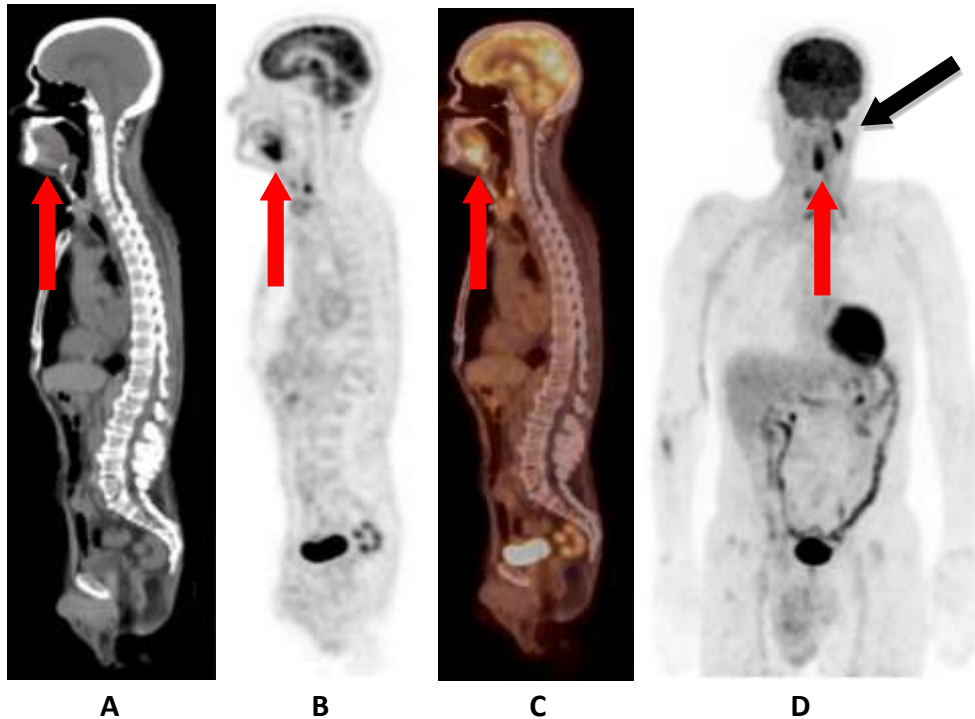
F18-FDG PET/CT convencional. A. Imagen CT sagital aparentemente normal. B. Imagen PET sagital mostrando acúmulo intenso y patológico del radiofármaco en raíz de la lengua con un SUVmax de 10.5 (flecha roja) C. Imagen fusionada PET y CT que reafirma el diagnóstico de la imagen PET (flecha roja) D. Imagen de máxima proyección (MIP, *por sus siglas en inglés*) muestra captación de nódulo linfático cervical derecho metastásico por el cual se llegó al diagnóstico (flecha negra) y el acúmulo en base de lengua en relación con tumor primario (flecha roja).
